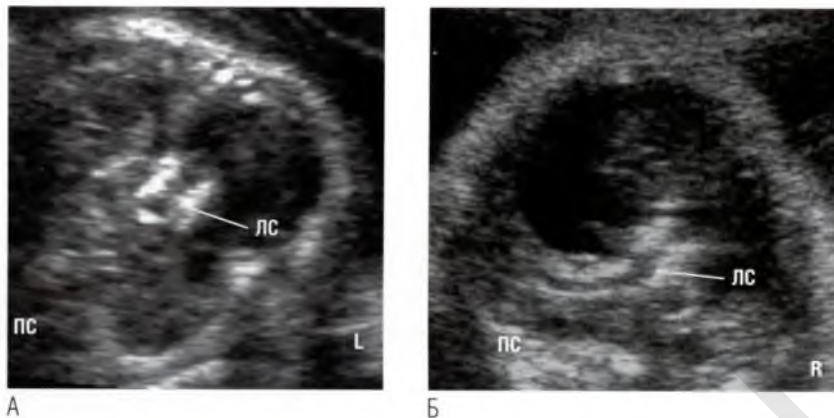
Гиперэхогенность стенок магистральных сосудов. (А) У данного плода в анамнезе было указание на поздний синдром фето-фетальной трансфузии без терапии (который и стал причиной летального исхода). (Б) У этого плода были выявлены значительный выпот в полость перикарда, асцит и выраженная кальцификация магистральных и других сосудов. После рождения ребенка был поставлен диагноз «идиопатическая кальцификация артерий» (см. рис. 4.46). ЛС — легочный ствол; ПС — позвоночный столб.
